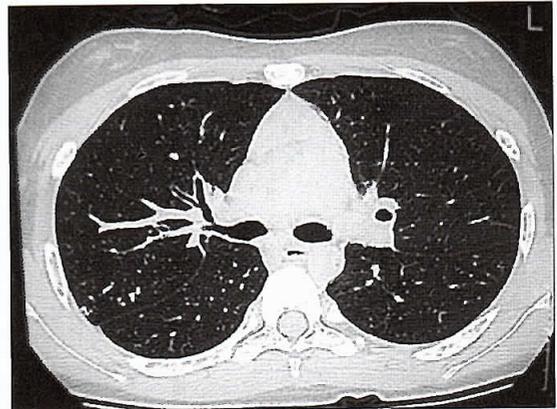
TAC de Tórax con imagen de "árbol en brotes".
